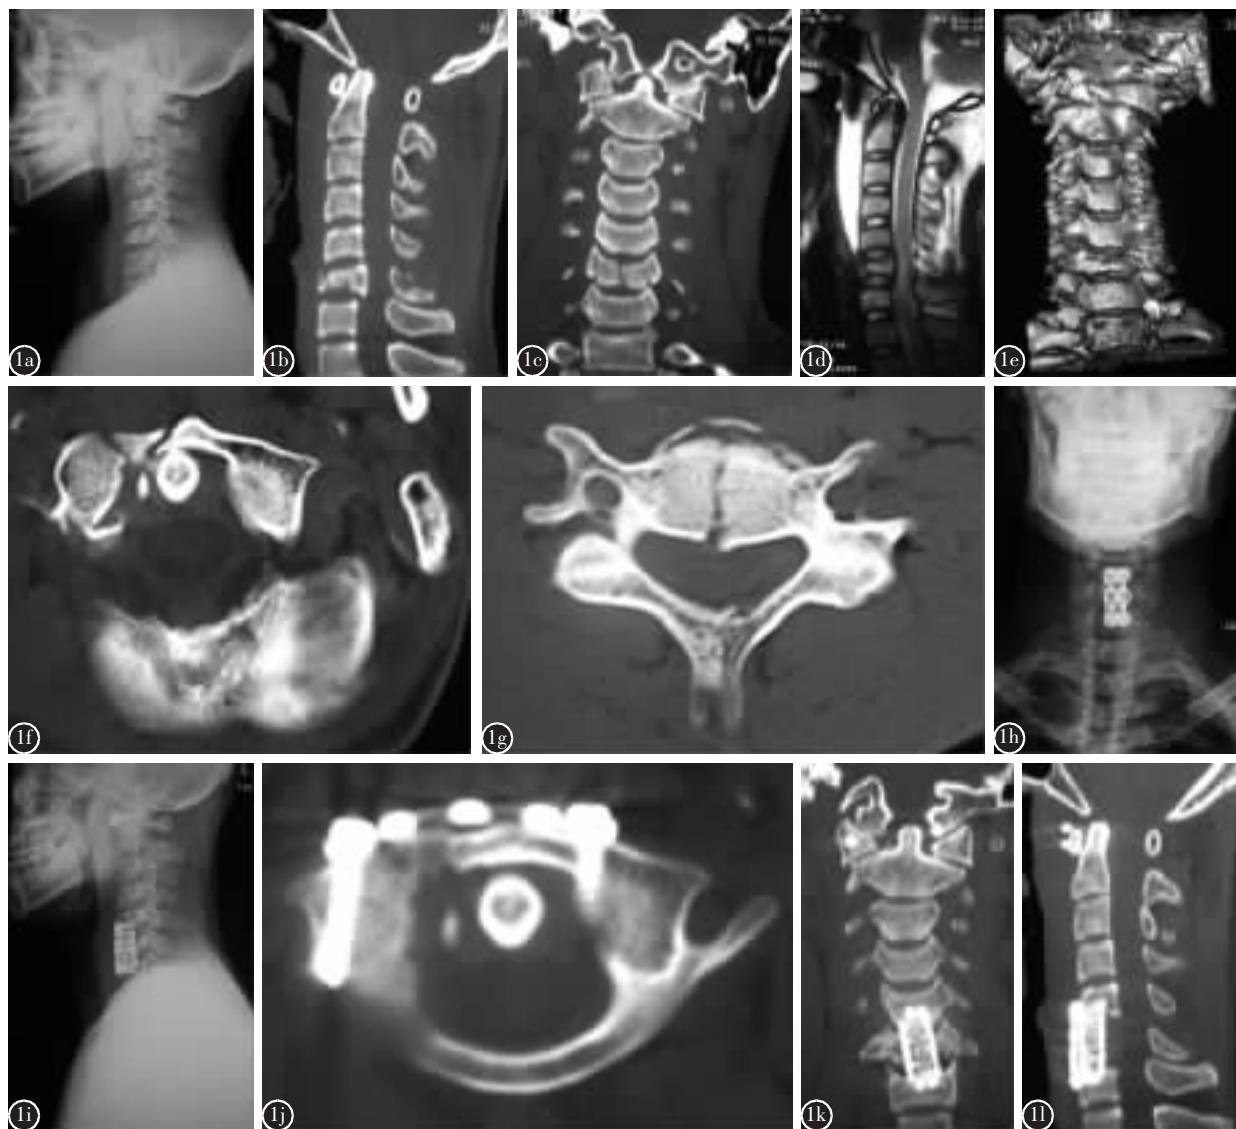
患者男性,23岁 a 术前颈椎侧位 X 线片示 C6 椎体爆裂性骨折, 椎体高度丢失 1/2 b、c 术前 CT 矢状面及冠状面扫描示 C6 椎体爆裂性骨折, 椎体向后方移位, 襄椎两侧块位移(LMD, lateral mass displacement)分离之和约 6.0mm d 术前 MRI 示 C1-C3 平面咽后软组织阴影宽度约 9.8mm,C6 椎体平面硬膜囊受压, 脊髓无异常信号 e、f、g 术前 CT 三维重建及横断面扫描示襄椎右侧前弓粉碎性骨折,C6 椎体爆裂性骨折 h、i 术后颈椎正、侧位 X 线片示颈椎固定情况良好 j、k、l 术后 1 年随访,CT 扫描示骨折端骨性愈合,C1 双侧侧块螺钉及下颈椎内固定位置良好
